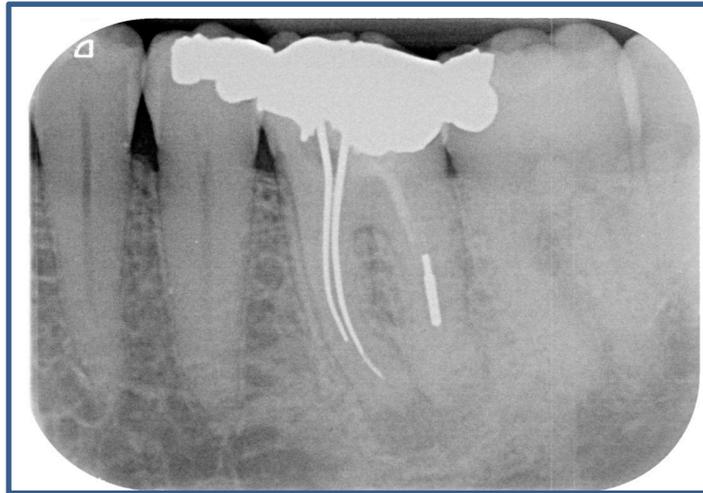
(a) : radiographie rétro-alvéolaire pré-opératoire avant retraitement orthograde de la première molaire mandibulaire gauche.
